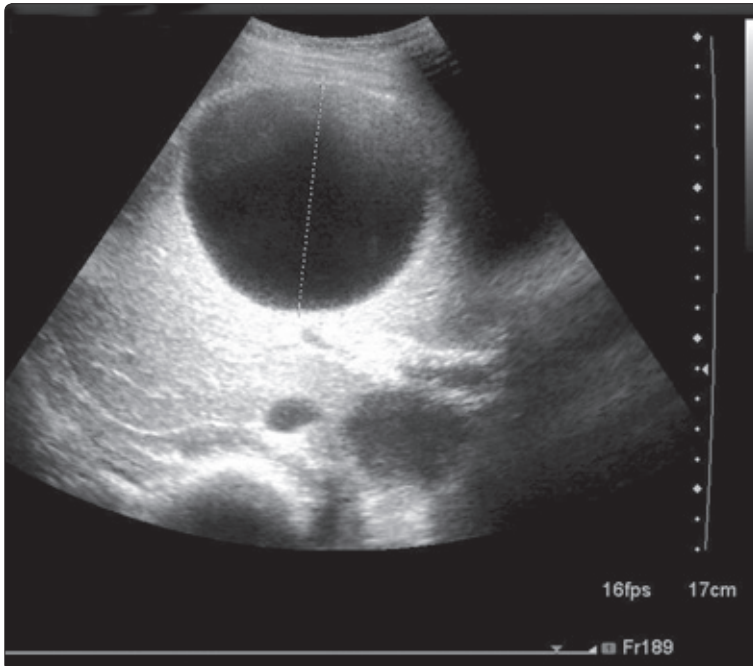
Karın USG'si. Olgu 2'de karaciğer kist hidatiği.
